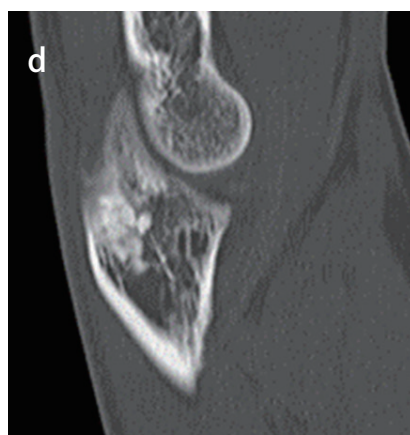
術後6ヶ月人工骨充填部CT sagital
